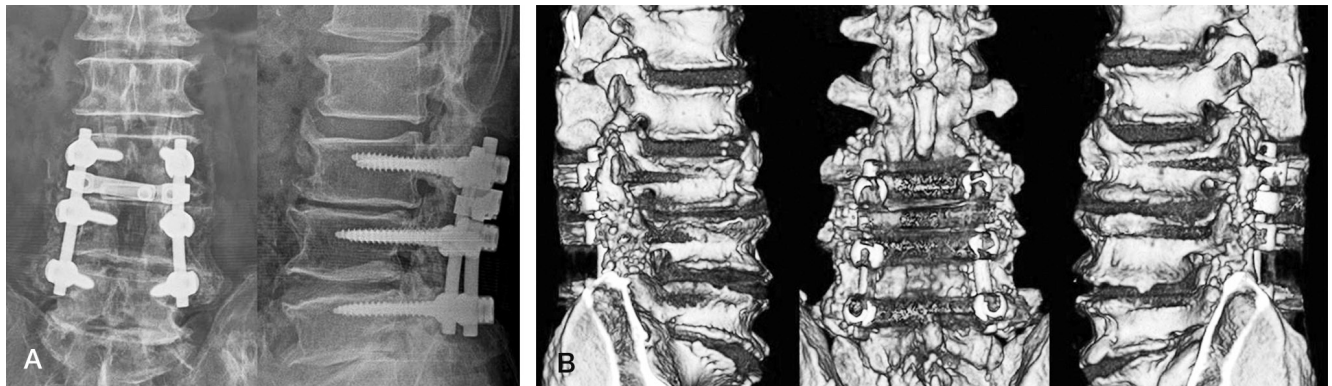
71-year-old male in patient with spinal stenosis L3-5, postoperative radiograph (A) and 3D reconstruction CT (B) demonstrated solid bony union grafted with biphasic calcium phosphate (Osspol®) at postoperative 17 months.
